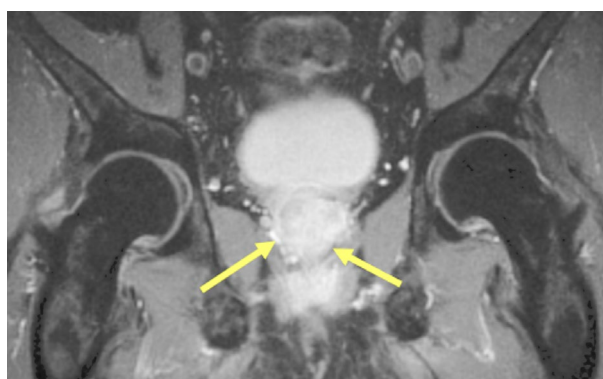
Магнитно-резонансная томограмма малого таза пациента В., 69 лет, через 6 мес. от начала лечения.
